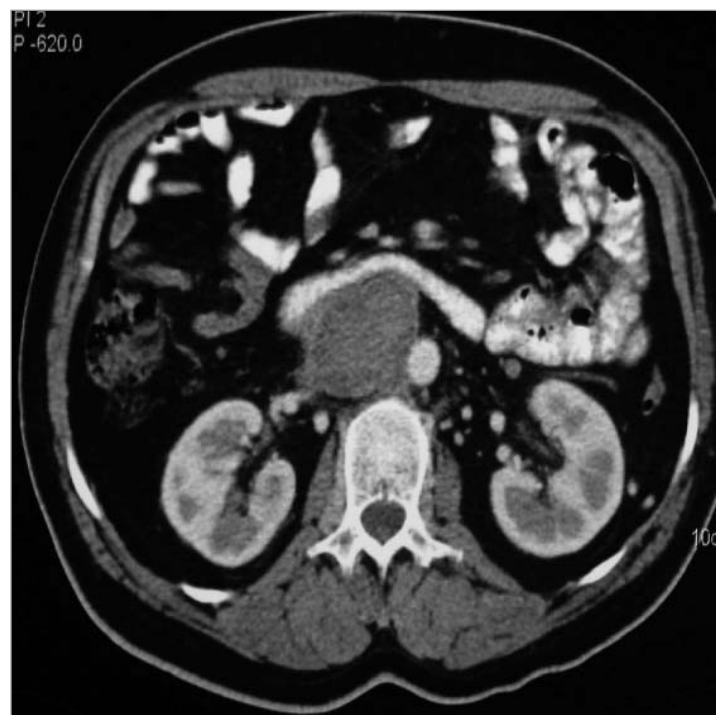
Flebo TC: trombosis de la vena. (Cortesía Dr. M. A. de Gregorio).
